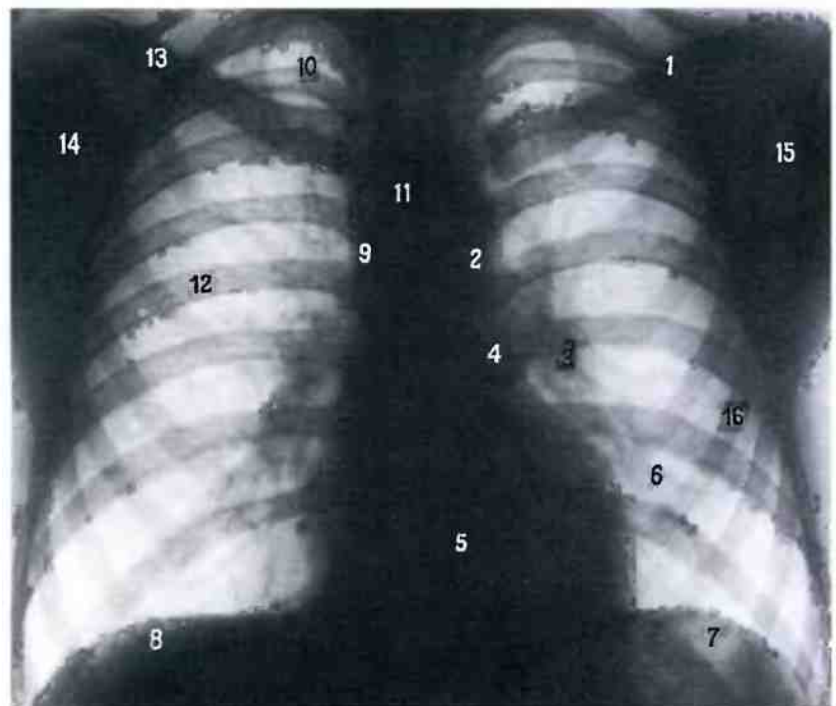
Грудная клетка; вид спереди (рентгенограмма).
